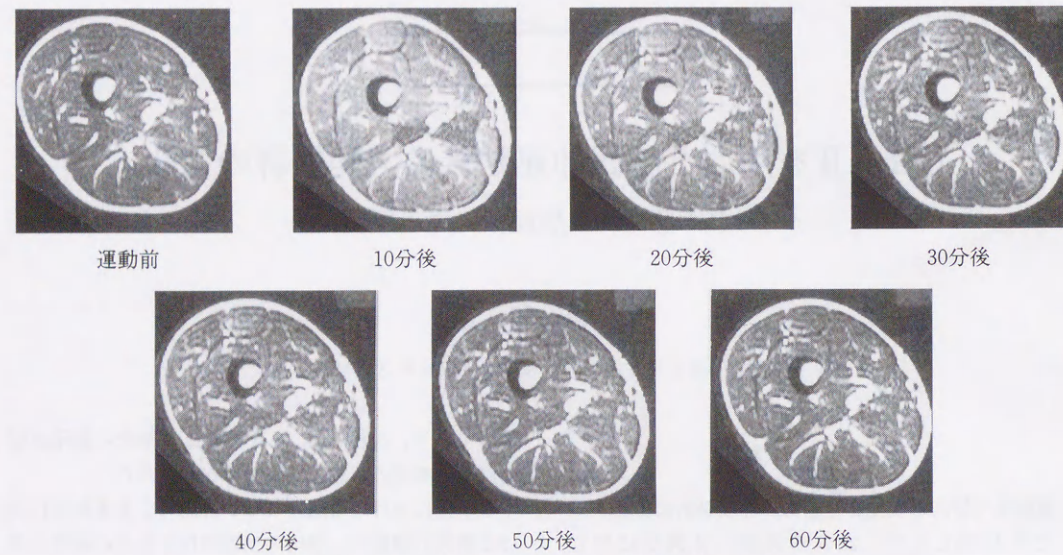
20歳 男性, 運動前後の大腿部 MRI の変化
